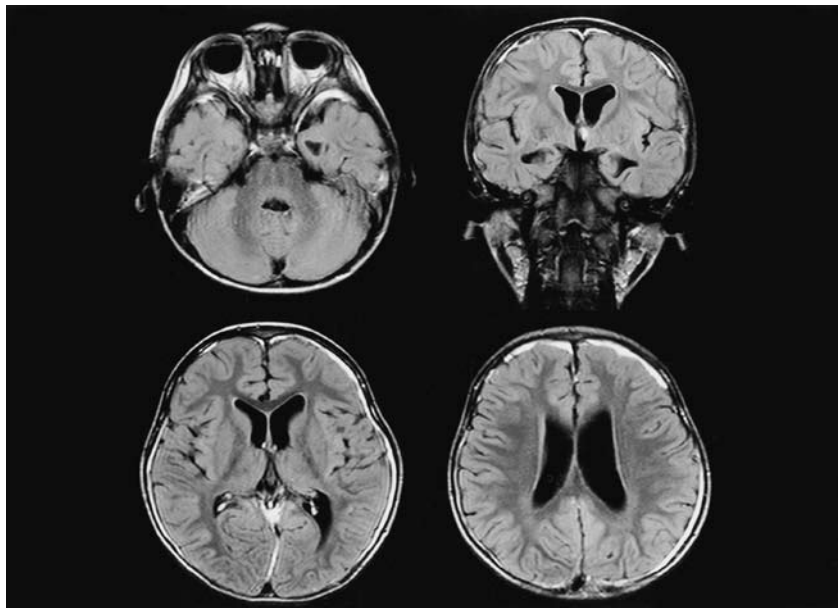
第12病日の脳MRI FLAIR画像（ガドリニウム造影）：両側前頭部優位に造影増強効果が認められ、硬膜下膿瘍と診断した。脳室壁に増強効果はなく、脳実質内に膿瘍形成は認めず。水頭症の所見はない。
